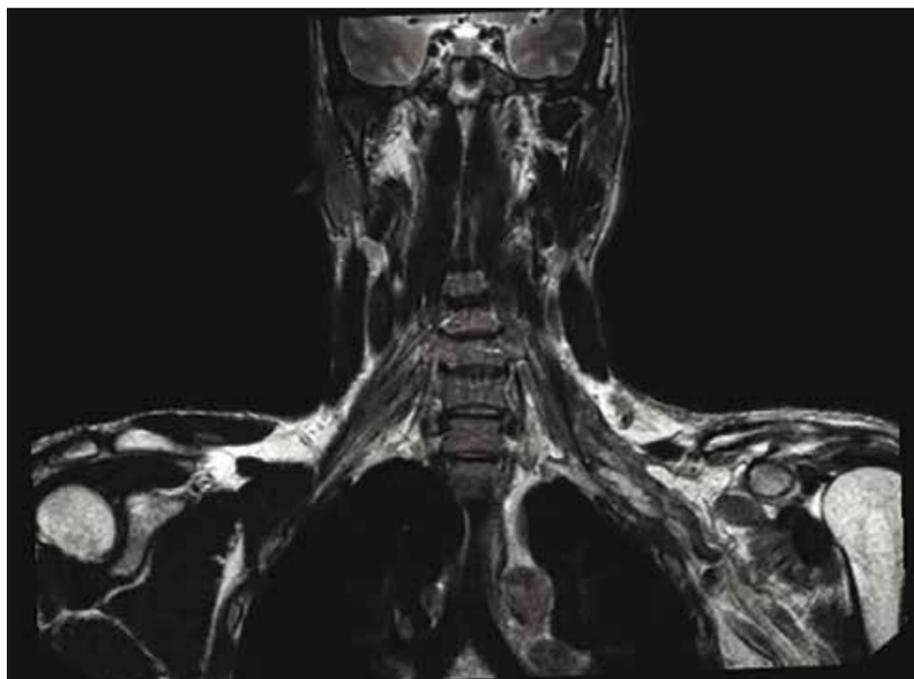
RM coronal STIR do plexo braquial revela neurotmele das raízes nervosas esquerdas de C5, C6 e C7. A hiperintensidade de sinal dos músculos da cintura escapular esquerda representa denervação subaguda/crônica.
